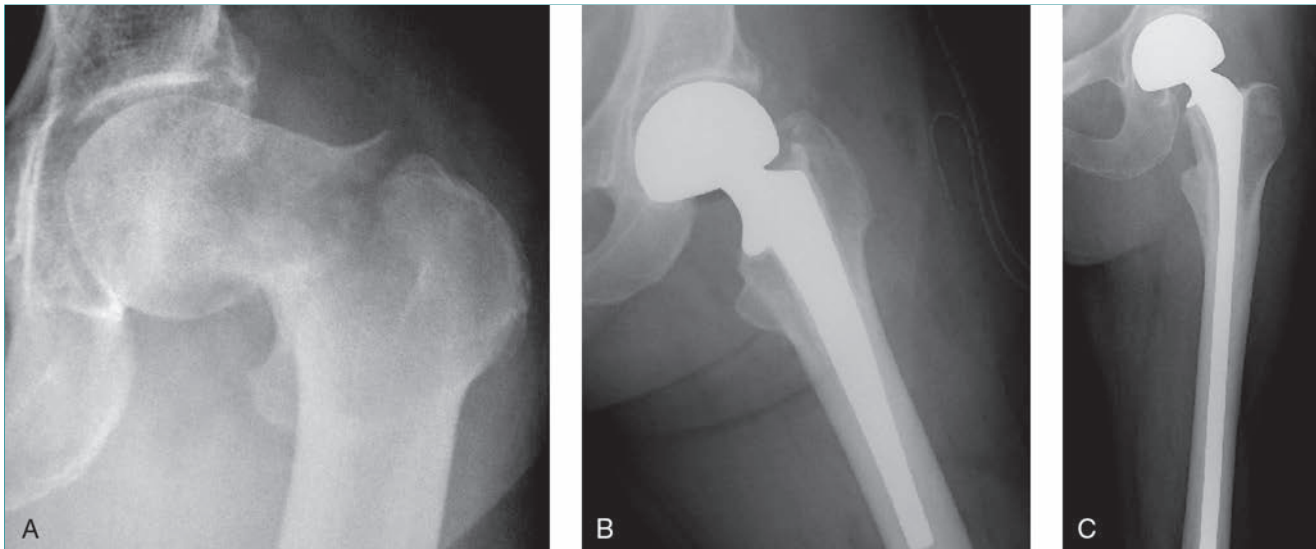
Metástasis en el cuello del fémur. A, Radiografía anteroposterior de la cadera izquierda de una mujer de 70 años con cáncer de mama metastatizante en la que se aprecia una fractura patológica del cuello del fémur. No se aprecian otras lesiones en el resto del hueso. B, Radiografía anteroposterior obtenida tras reconstrucción mediante prótesis de cadera bipolar cementada. Pocos de los pacientes con fractura del cuello del fémur requieren recambio del componente acetabular. No está indicada la fijación interna en las fracturas patológicas de la cadera. C, Radiografía anteroposterior de la cadera tras la implantación de un componente femoral de vástago largo, con el que se pretende prevenir las fracturas patológicas de la diáfisis del fémur. Estos componentes extralargos acarrearán riesgo de complicaciones cardiopulmonares por tromboembolias durante o después de la operación.
